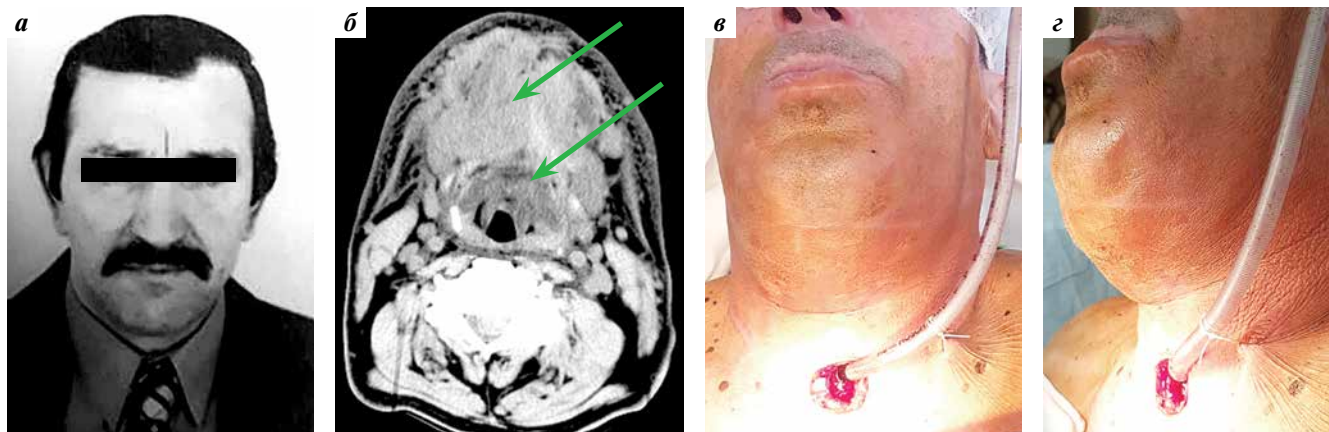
Данные пациента Г., 62 лет: а — внешний вид больного до заболевания; б — томография. Верхней стрелкой указан опухолевый детрит под неизменной кожей надподъязычной области, нижней — распространение опухоли на надскладочный отдел гортани; в, г — внешний вид пациента на операционном столе после радикального курса лучевой терапии с радиомодификацией химиопрепаратами
